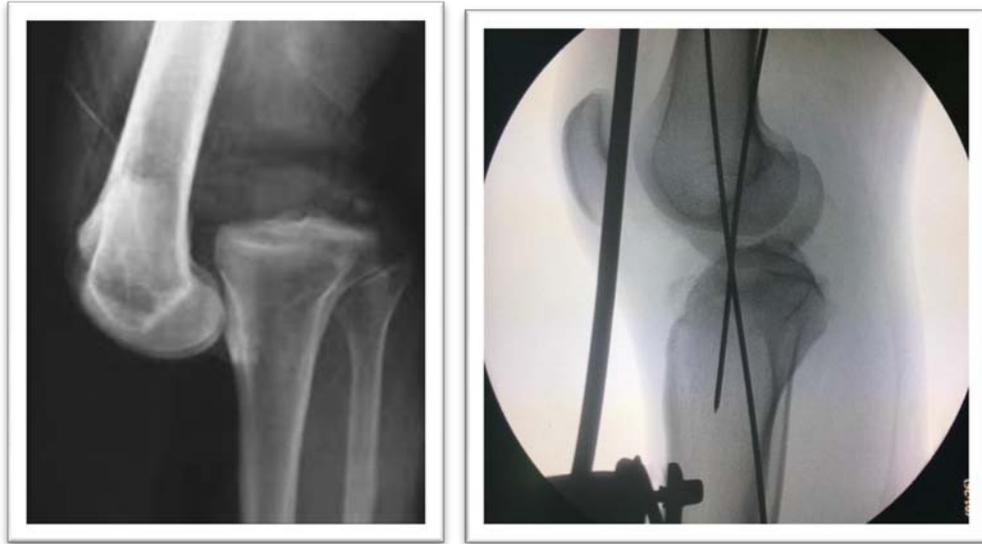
Radiographie de profil montrant une luxation postérieure du genou avant et après réduction
